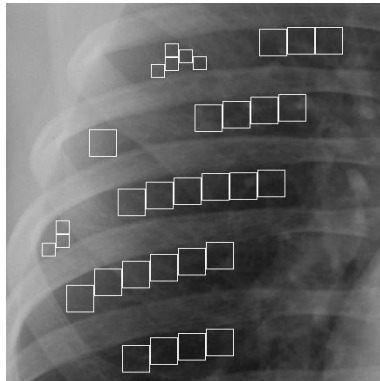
Patches automatically selected from a chest radiograph (size 32x32 or 16x16)
